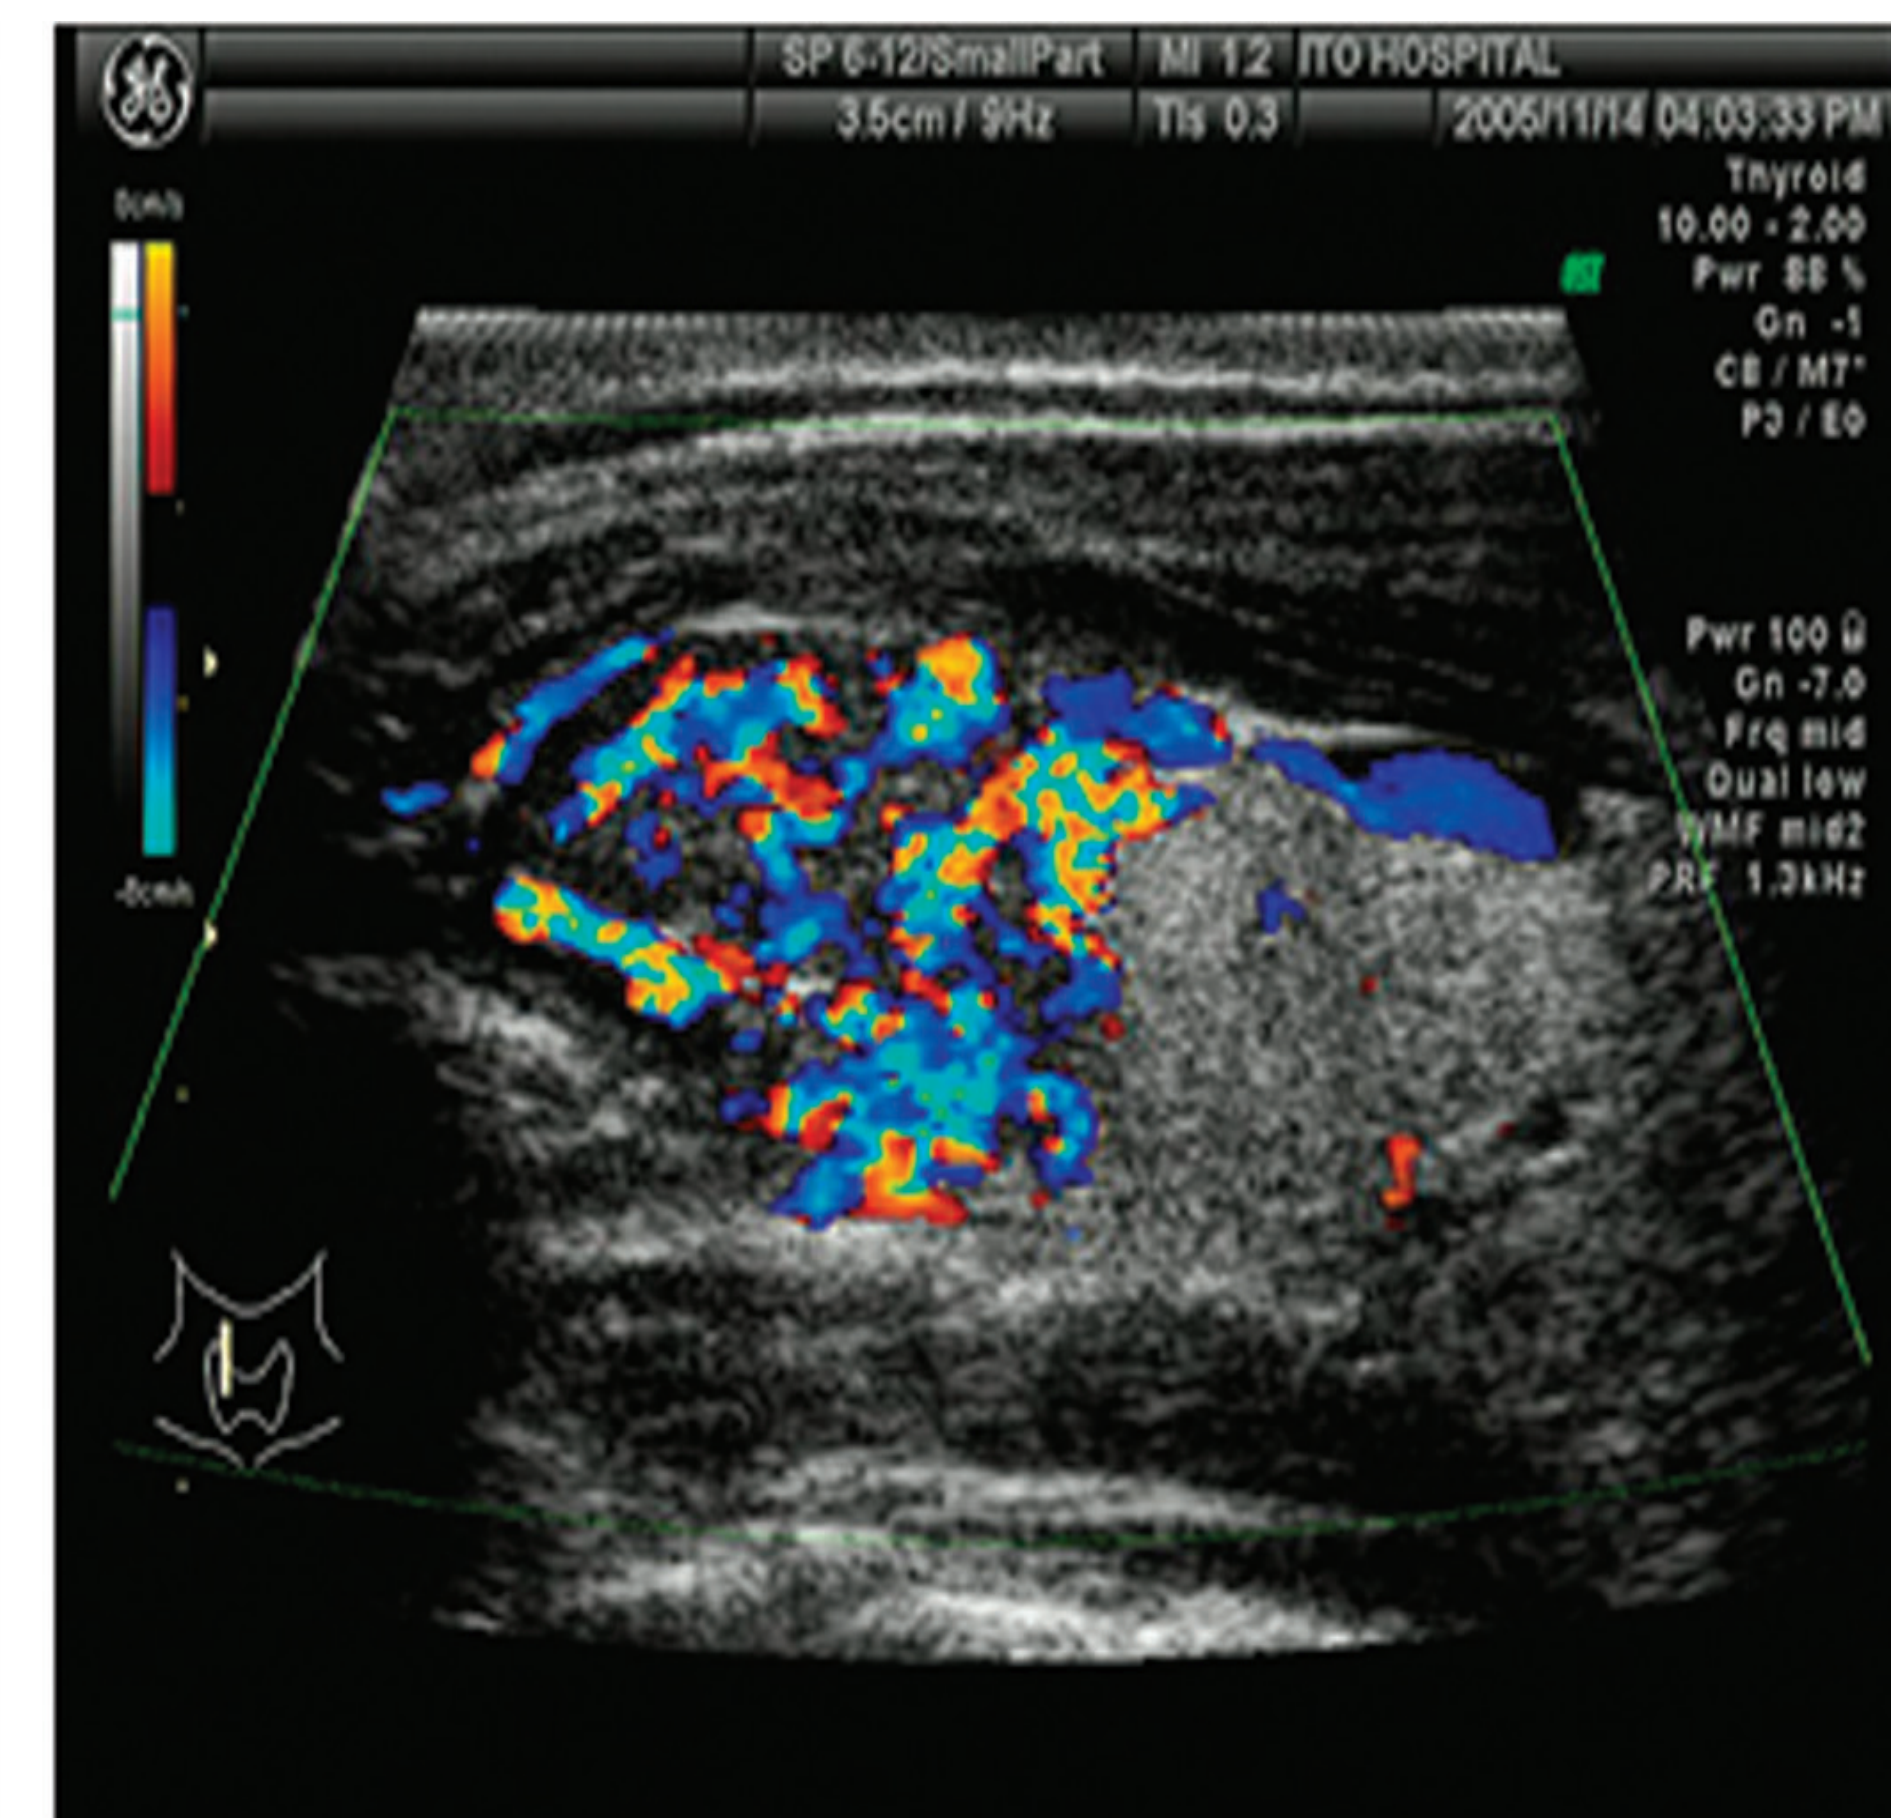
Aspetto ecografico di PGL tiroideo [Yano Y et al, Thyroid, 2007].
